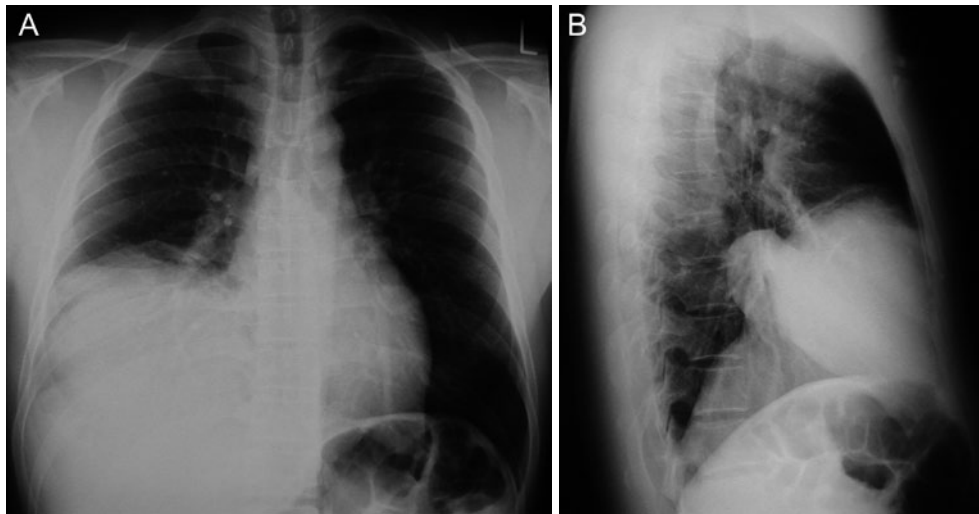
Chest radiograph shows consolidation of the right lower lung field (A) and elevation of the right diaphragm (B).
